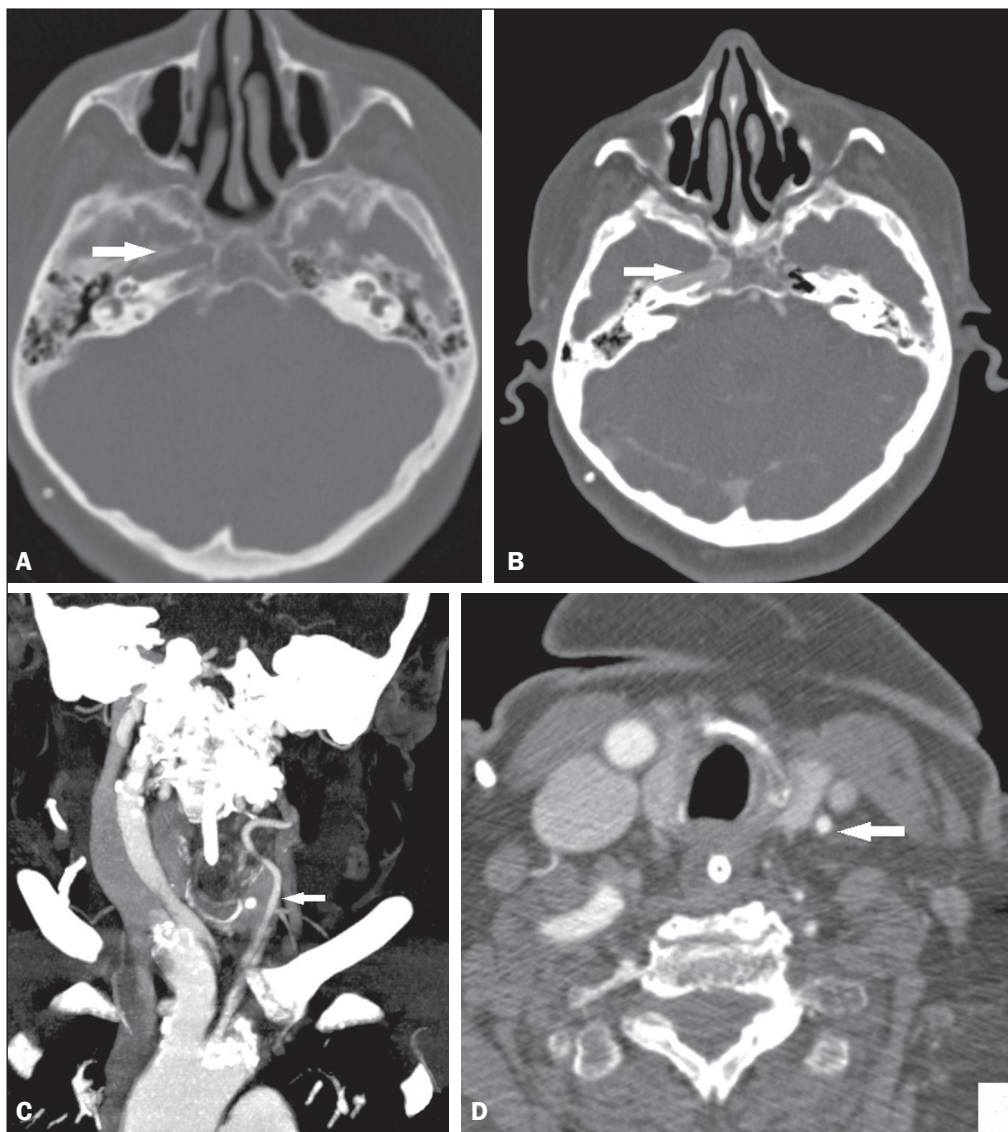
TC de crânio, cortes axiais (A,B), demonstrando canal carotídeo direito normal (setas) e ausência do canal carotídeo esquerdo. Angiotomografia arterial de pescoço, cortes coronal (C) e axial (D), demonstrando hipoplasia da artéria carótida comum esquerda (setas).
